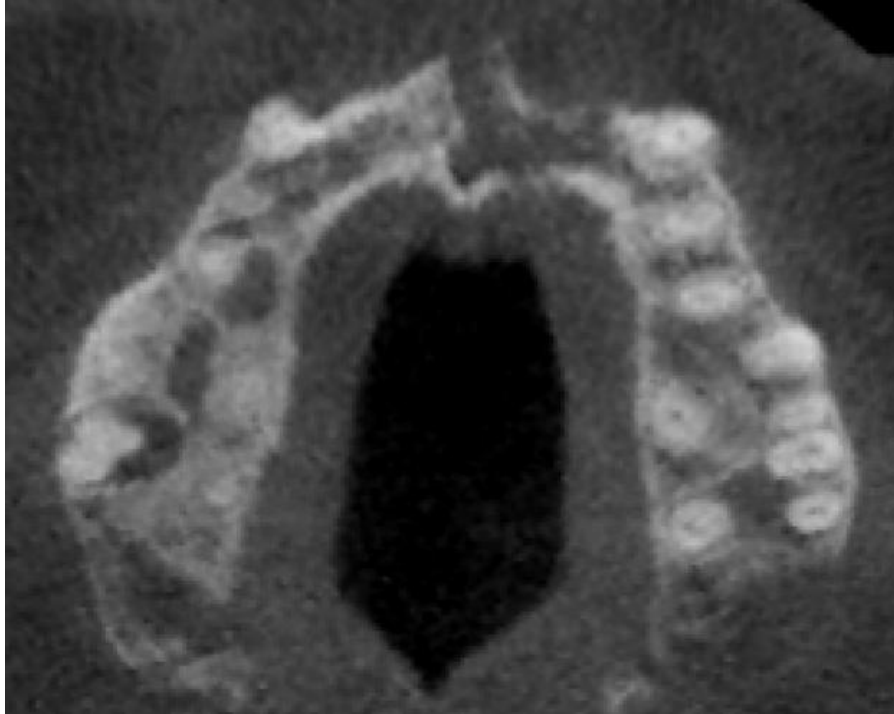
TAC muestra la osteonecrosis en zona anterior³⁶
